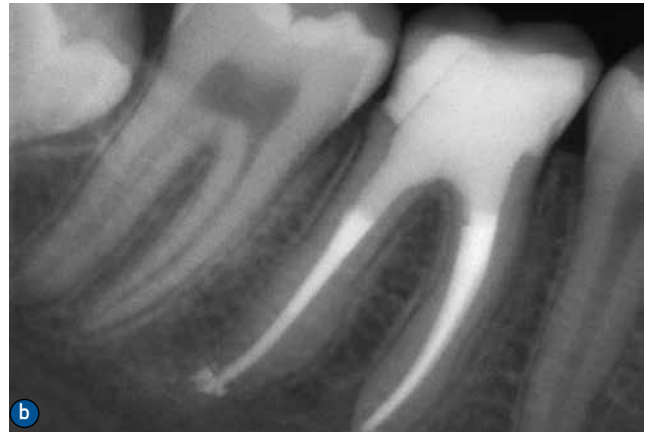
图10a和b 根充前后X线片：由于穿孔位置位于牙槽嵴顶边缘，MTA没有硬化，完全被冲出（进入口腔）。因而使用粘接材料修补近中的缺损
